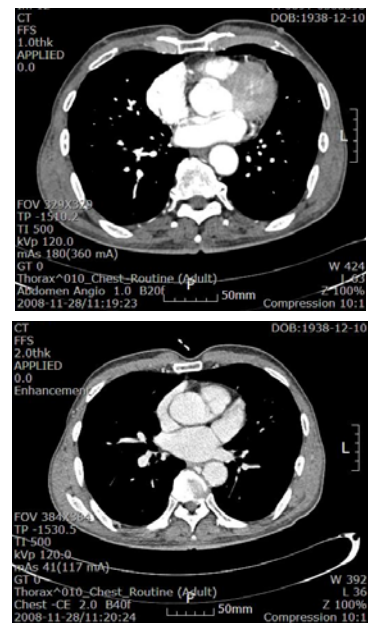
Chest CT shows anomalous origin of right coronary artery from left sinus of Valsalva.
